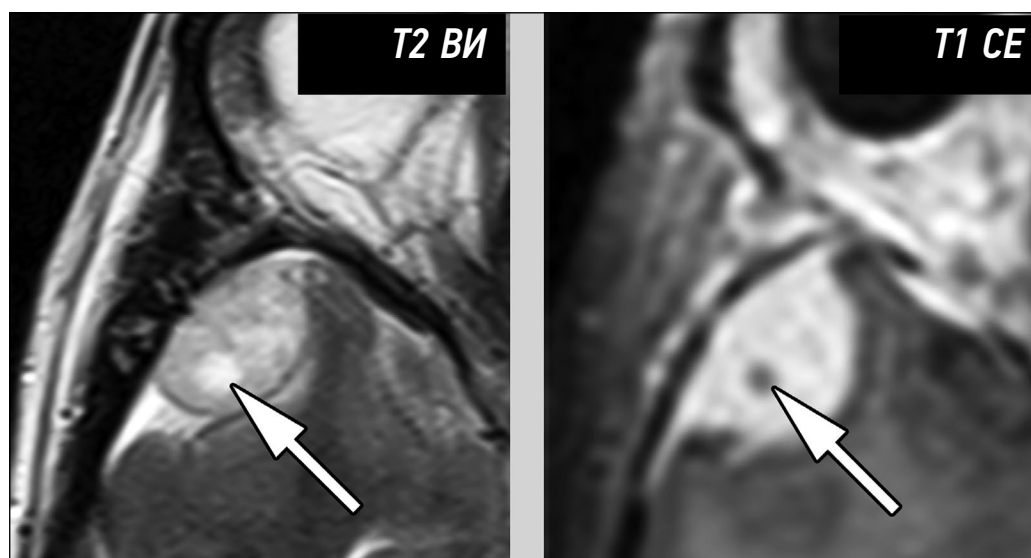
Неоднородность структуры и гетерогенность контрастирования доброкачественной менингиомы. На магнитно-резонансной томографии признаки кисты (стрелка) схожи с проявлениями некроза.
